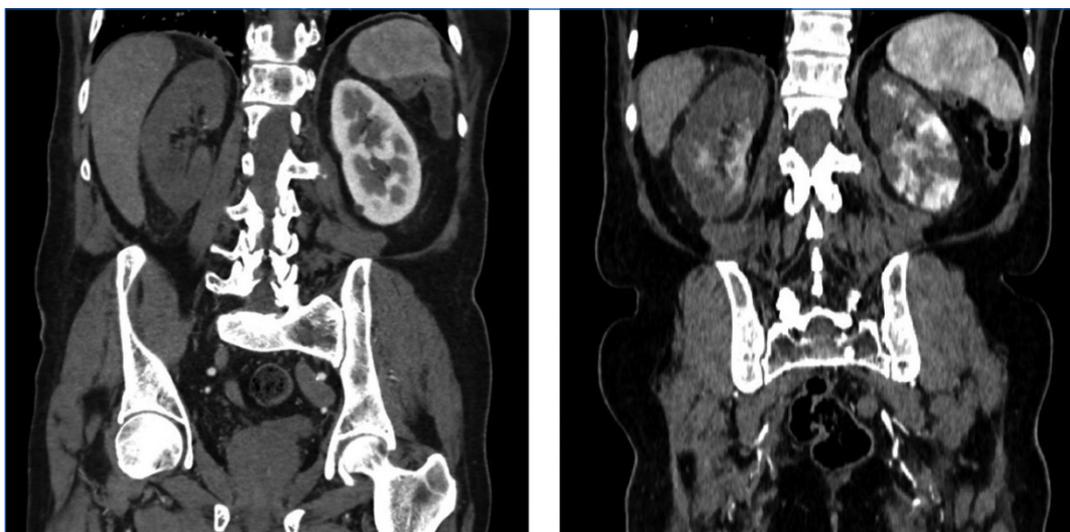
Imagen comparativa de la perfusión de ambos riñones entre la primera y la segunda tomografía computarizada abdominopélvica.
